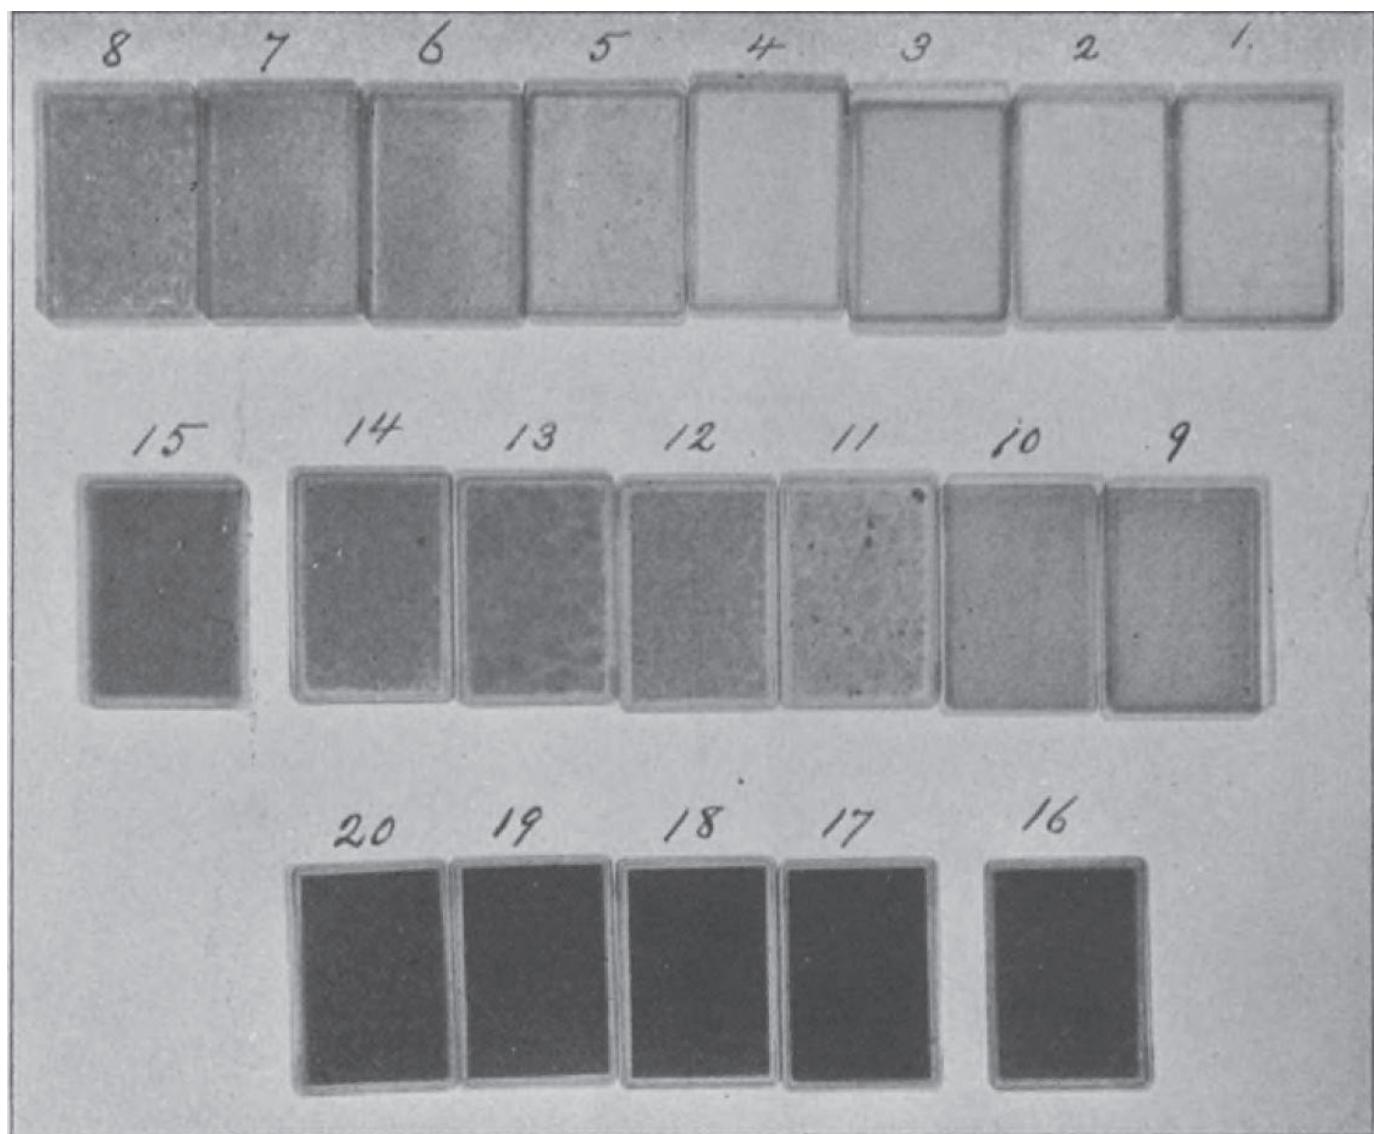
同じ体積をもつさまざまな体組成物質のX線像(数字は質量g)
